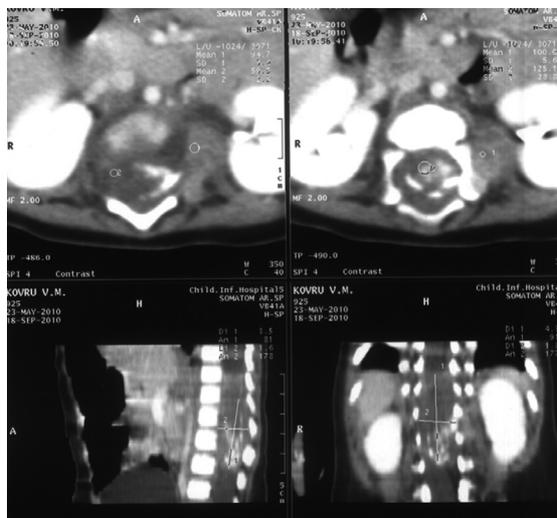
Больная К., 3 мес. Компьютерная томография
